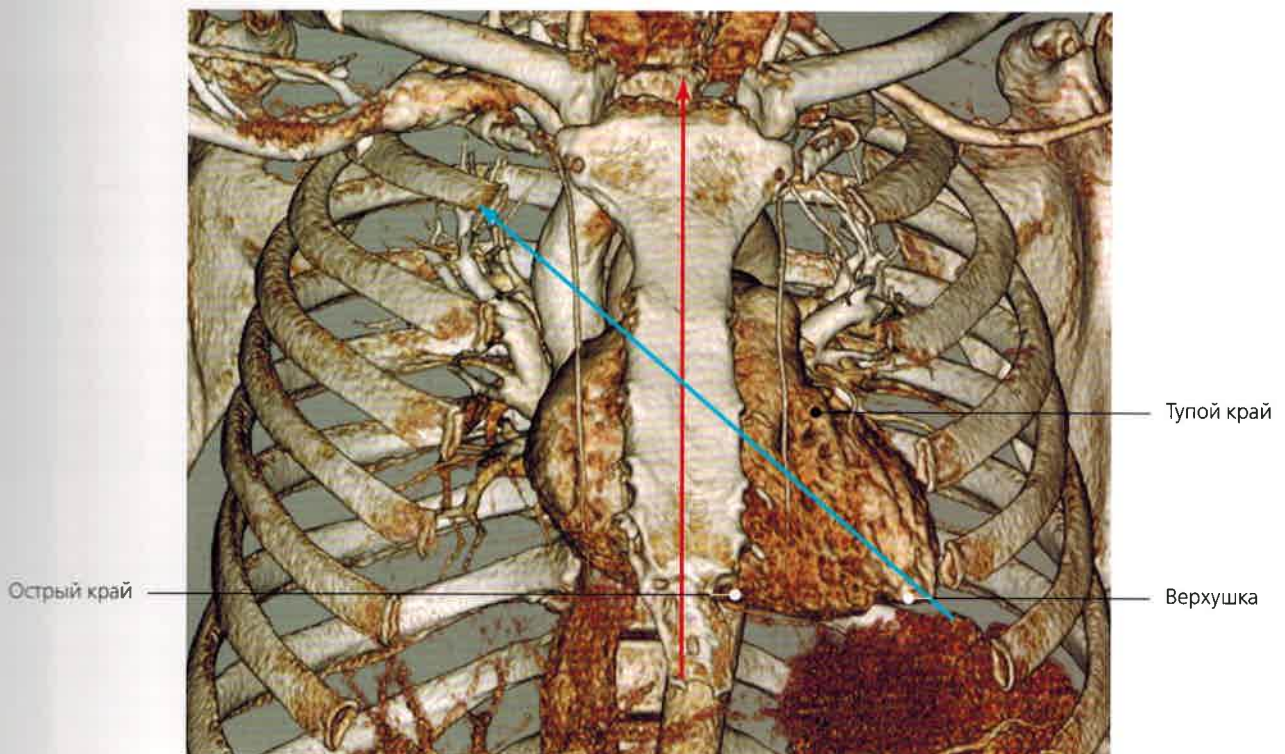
На компьютерной томограмме показано положение сердца относительно структур грудной клетки (камеры сердца наполнены контрастным веществом). Обратите внимание на направления длинной оси сердца (голубая стрелка) и продольной оси тела (красная стрелка).
